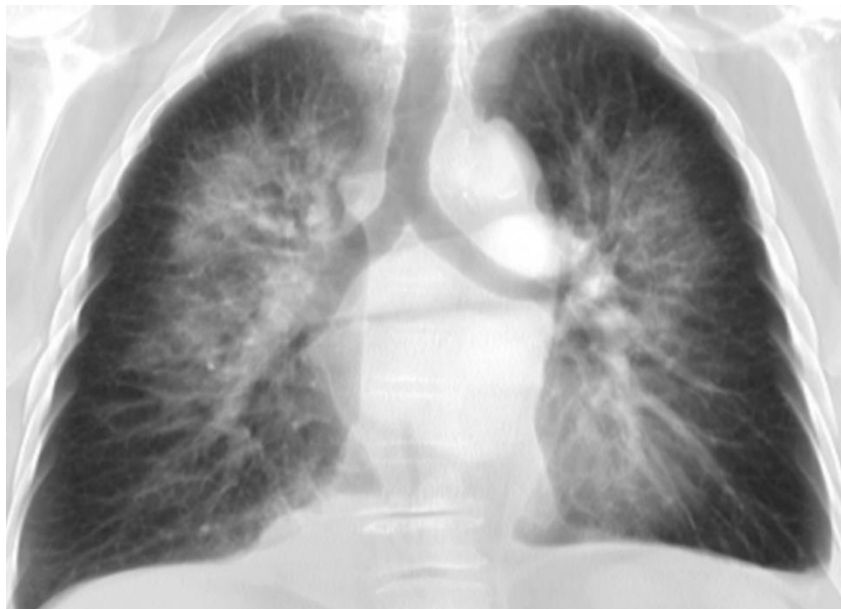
КТ-сечение кардиогенного отека легких
